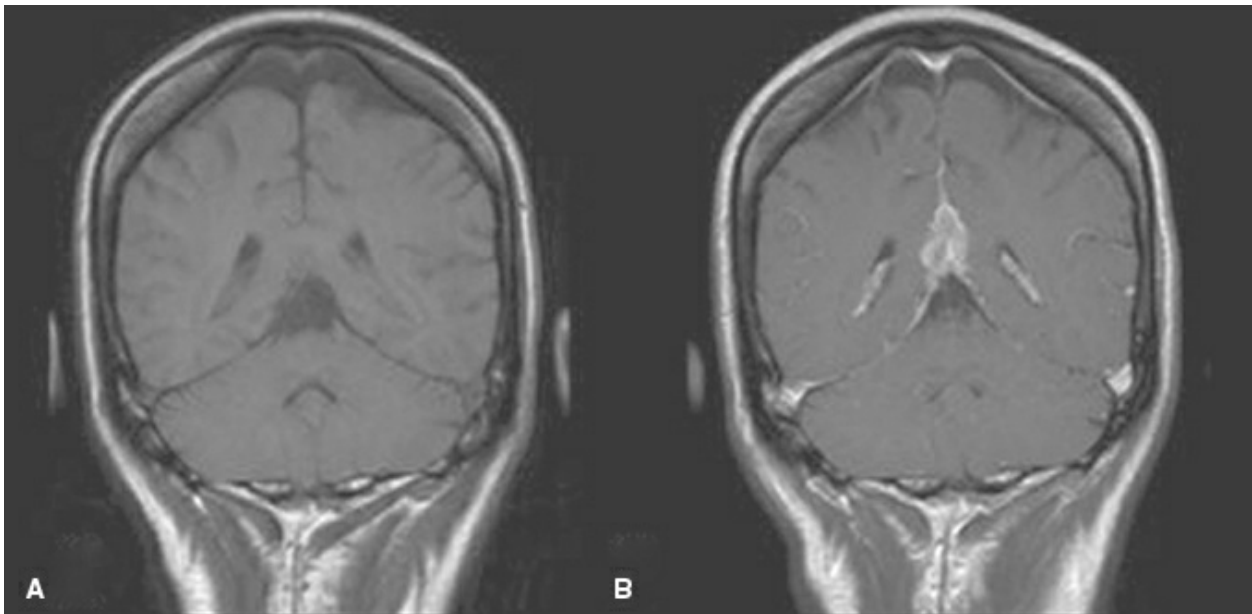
A: Corte coronal de RMN ponderada en T1. B. Corte coronal de RMN ponderada en T1, con contraste.
